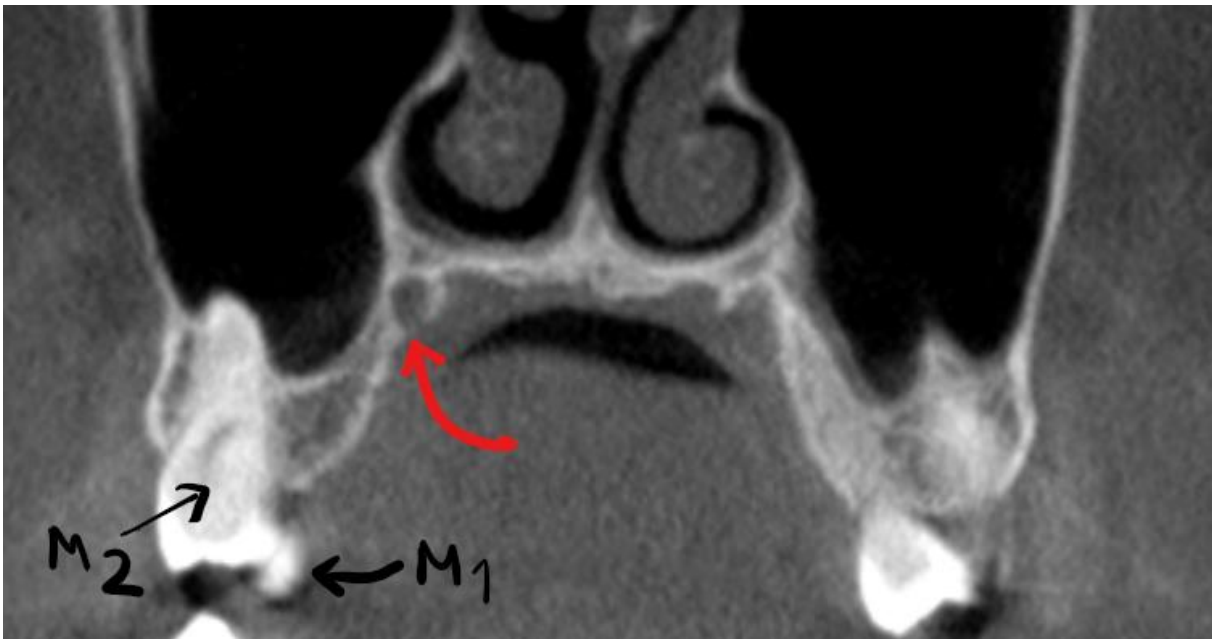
Secțiune coronală CBCT prin septul interproximal M1/M2 – maxilarul drept. Canal palatin lateral deshicent (săgeata roșie).
